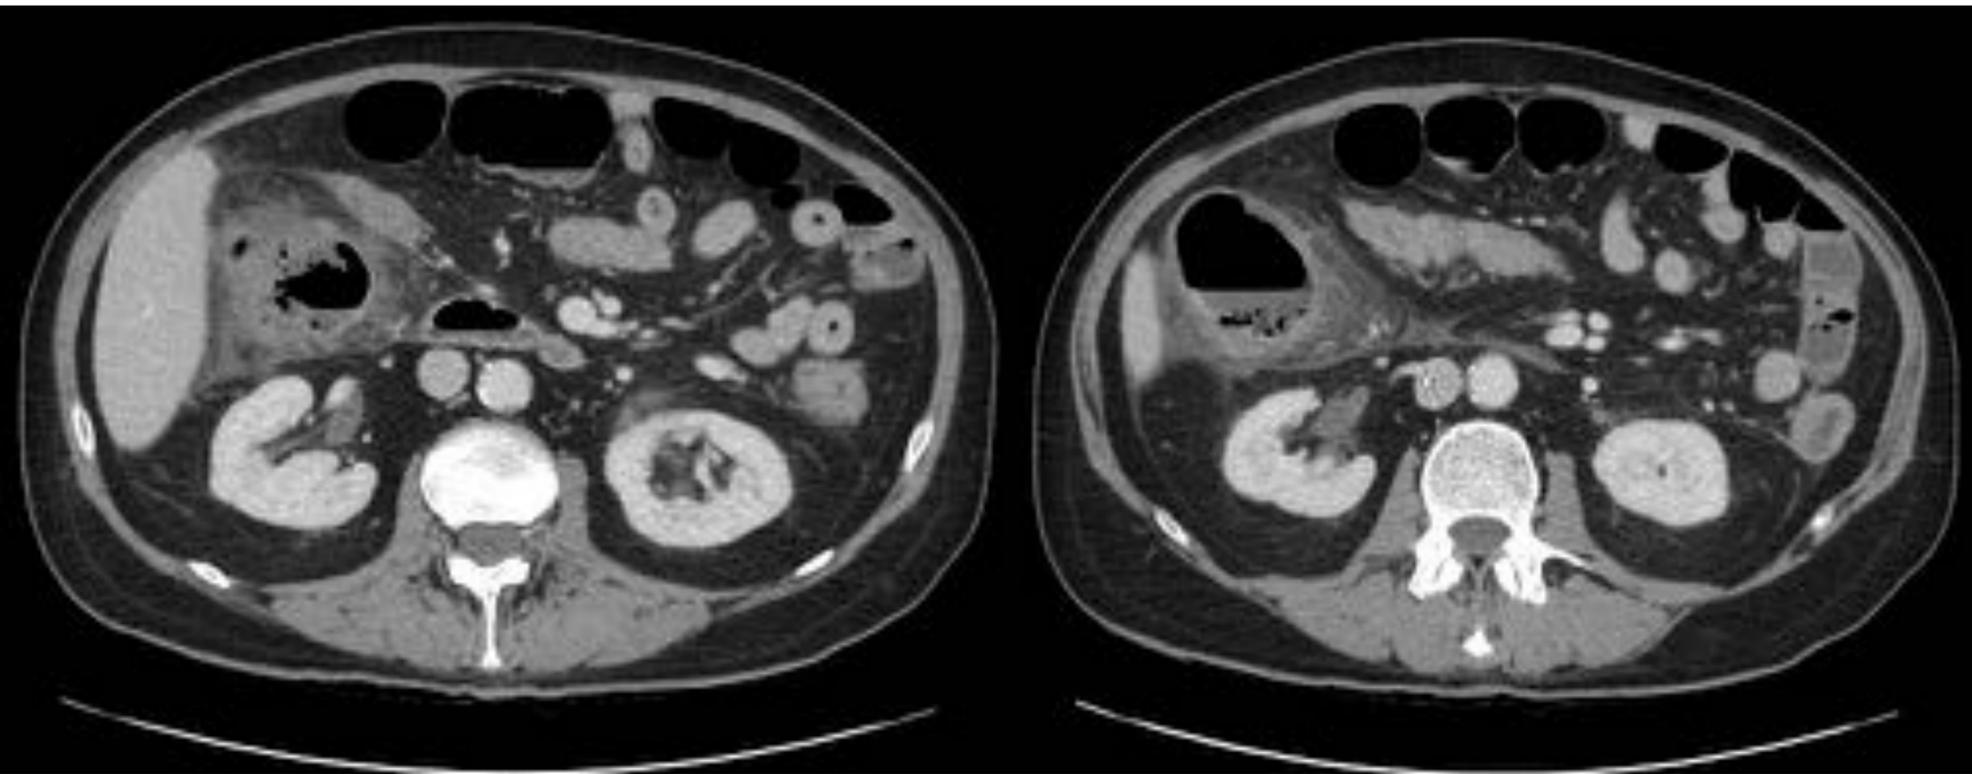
cortes axiales, TC abdominopélvico con CIV.
